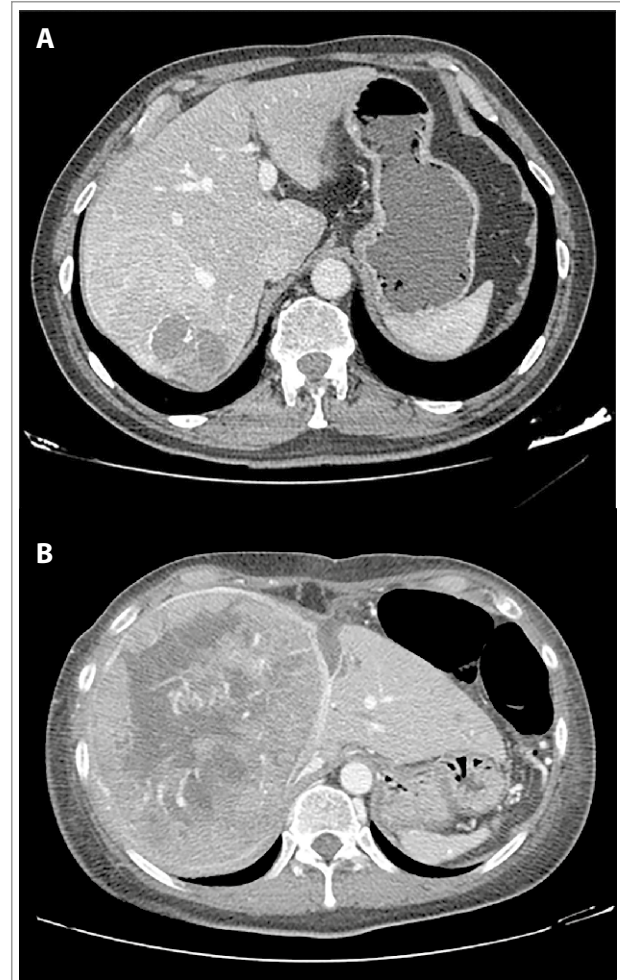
TC de abdomen y pelvis contrastado trifásico en fase portal. A. Masa hepática en segmento VI compatible con hepatocarcinoma multifocal. B. Lesión hepática extensa que compromete todo el hígado derecho. Nótese el lavado tardío de contraste en periferia y zonas de necrosis en imagen B.
